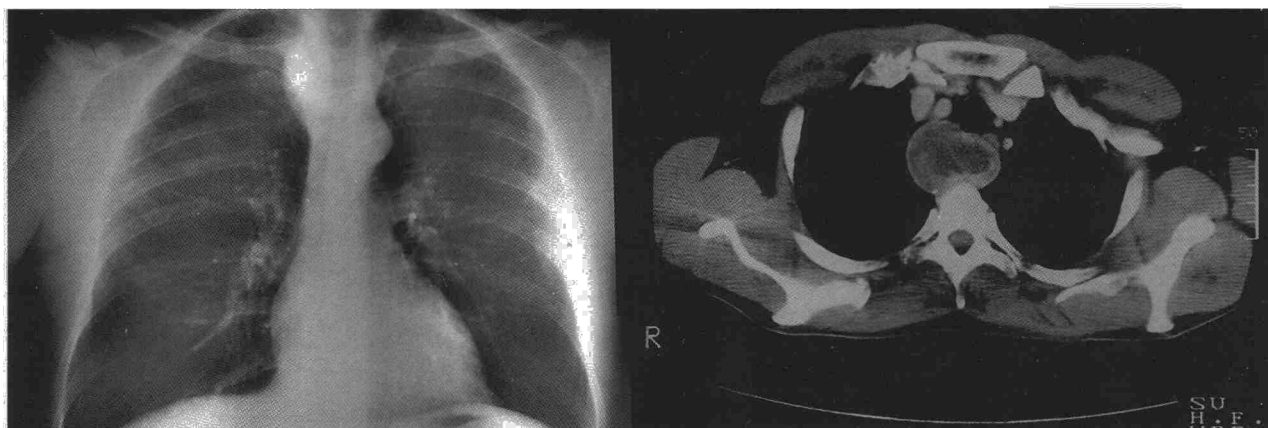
Rx tórax: Ensanchamiento mediastínico con desplazamiento anterior de la tráquea. TAC torácica: masa torácica, retrotraqueal, de densidad heterogénea y con captación de contraste periférica.
